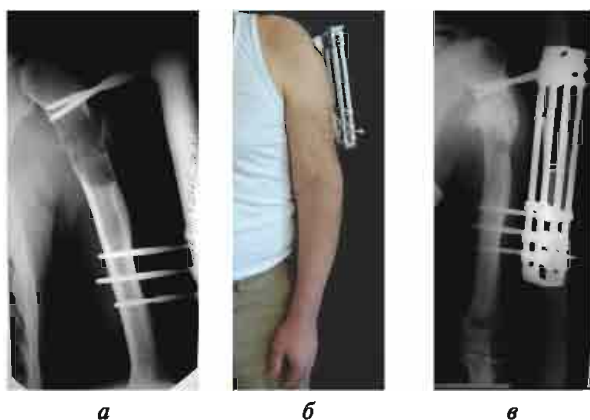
Рентгенограми хворого П., 56 років: а — патологічний перелом діафіза правої плечової кістки на тлі метастазування раку нирки; б — зовнішній вигляд кінцівки із вмонтованим апаратом зовнішньої фіксації; в — стан після проведеного курсу променевої терапії, відзначається консолідація патологічного перелому плечової кістки
